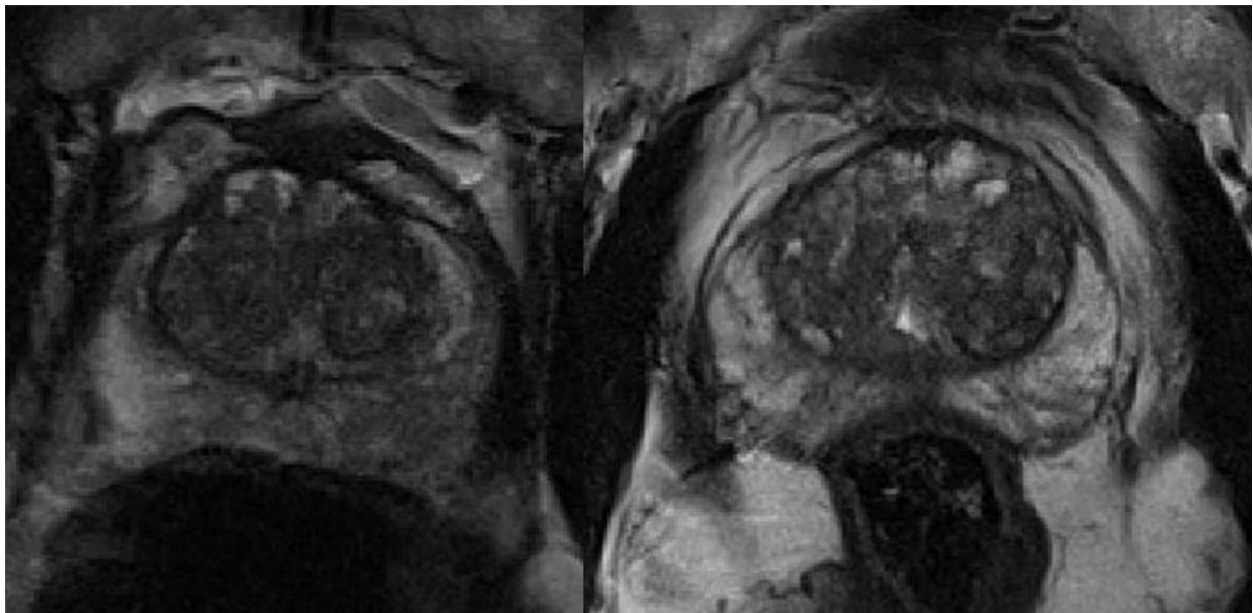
Aufnahme der Prostata in der T2-gewichteten MRT-Sequenz: Dargestellt ist beispielhaft jeweils eine axiale Schnittebene der Prostata zweier Patienten (links/rechts) in der T2-gewichteten Sequenz der Prostata-MRT. Die periphere Zone erscheint hyperintens im Vergleich zur Transitionszone und der zentralen Zone. Quelle: eigene Abbildung
